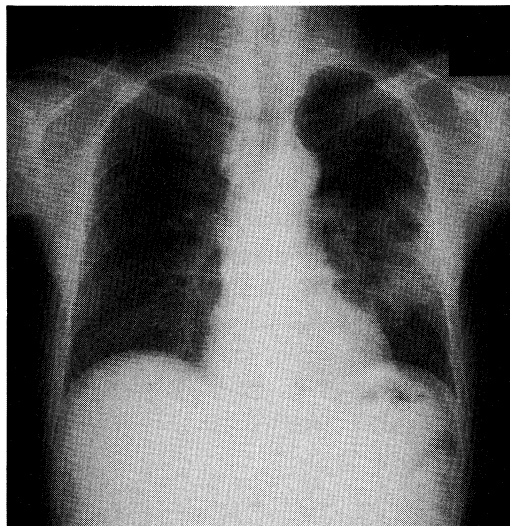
肺結核症例 (I II₁) の胸部X線写真
